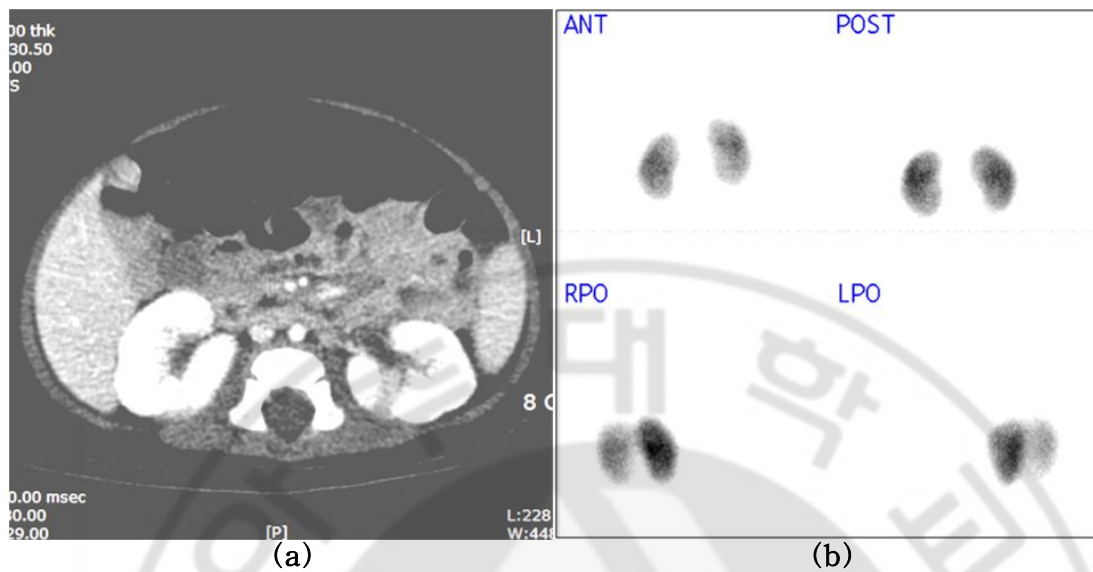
Comparison of image findings of MDCT and DMSA in a 3-month-old boy with multi-focal, bilateral pyelonephritis. (a) Multi-detector computer tomography of the left kidney shows decreased contrast enhancement in the mid-posterior portion. (b) ^{99m}Tc -DMSA scintigraphy shows normal findings on both kidneys, failing to reveal the inflammatory lesions of kidney that are visible on MDCT.
